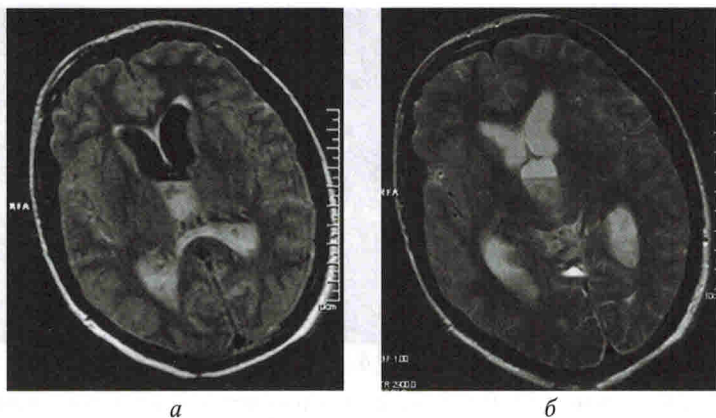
МРТ головы. МР-признаки внутрижелудочкового кровоизлияния в режимах TIRM (а), T2 (б)
